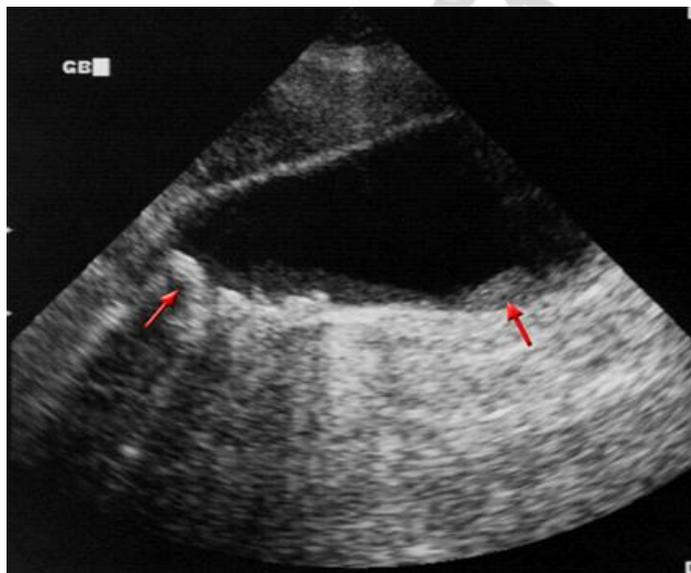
Утолщение стенок (показано стрелками) желчного пузыря (УЗИ)
